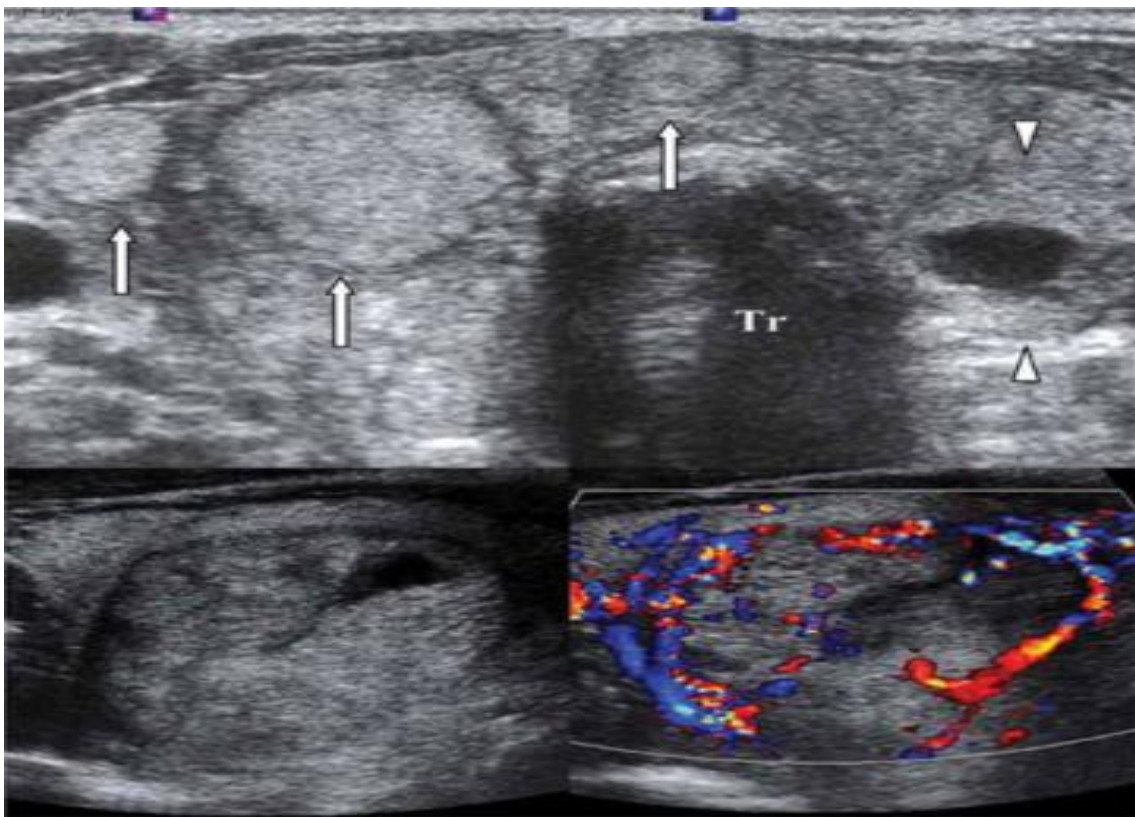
échographie cervicale: goitre multinodulaire large.
